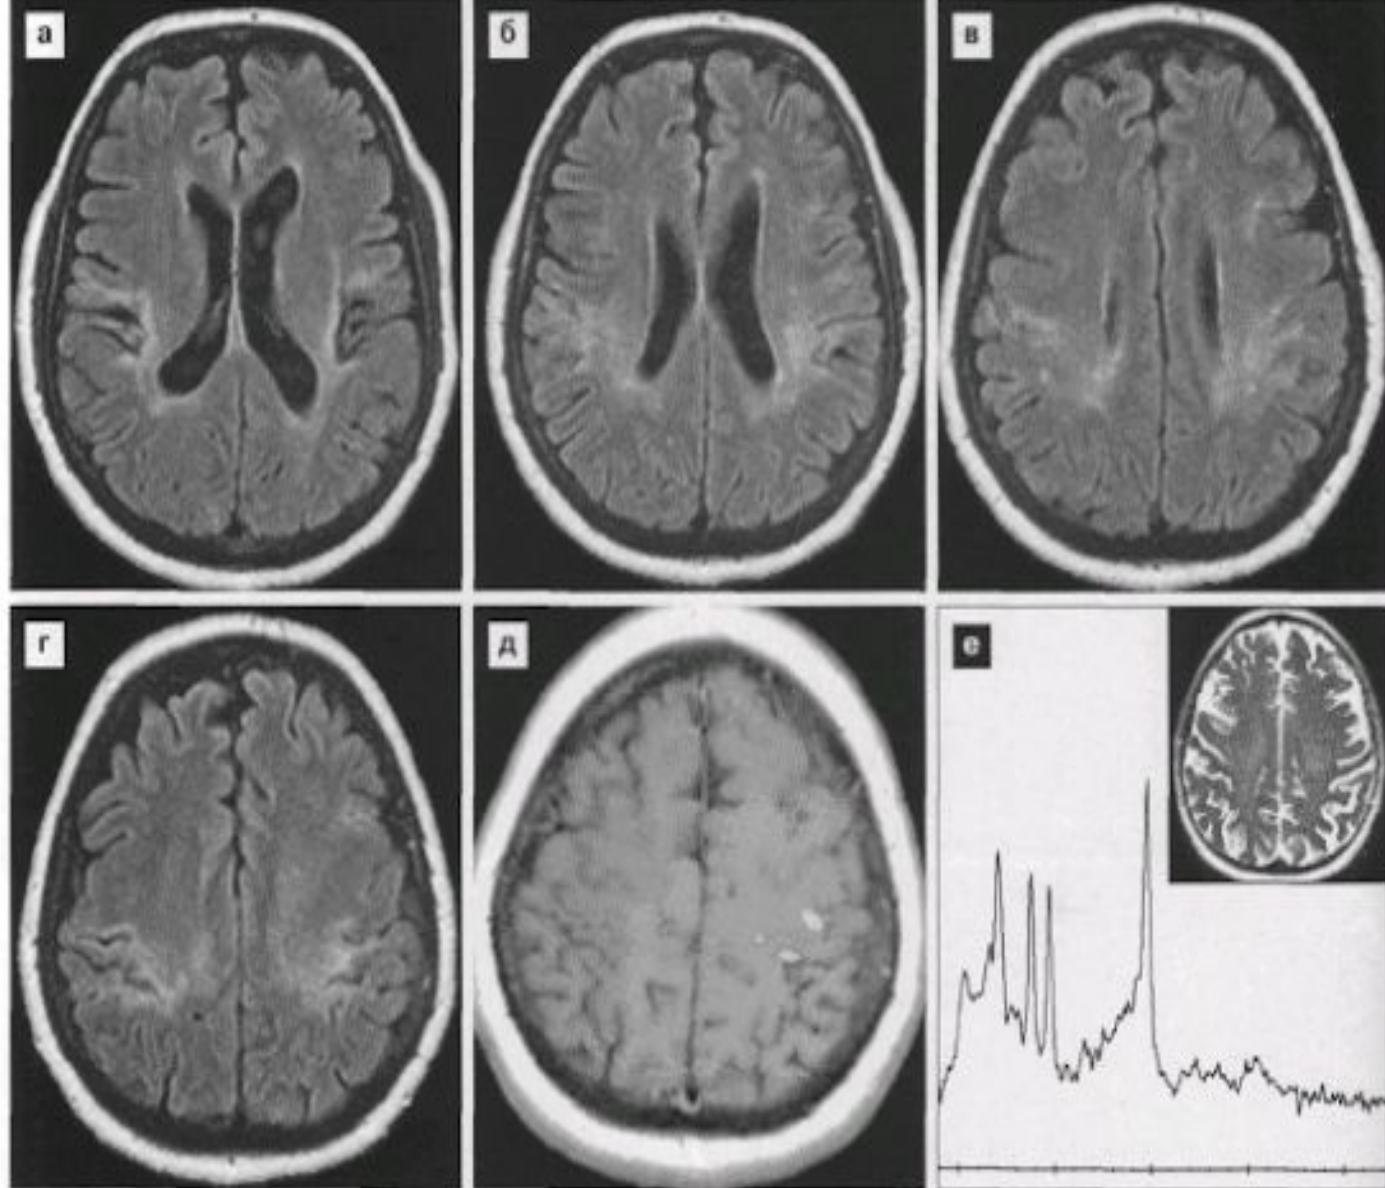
БАС, поздняя стадия. Серия МР-томограмм в режиме FLAIR (а–г) выявляет выраженное повышение сигнала от кортико-спинальных трактов с двух сторон в проекции семиовальных центров и явления атрофии предцентральных извилин. Функциональная МРТ (д) указывает совпадение пятна активации движения правой кисти (двигательный центр кисти) с областью повышенного сигнала. МР-спектроскопия из пораженной зоны выявляет снижение соотношения NAA/Cr при отсутствии изменений других метаболитов, что свидетельствует о нейродегенеративном процессе (е).
